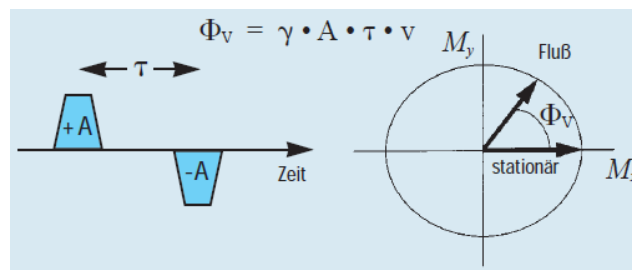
Wirkung zweier entgegengesetzter Gradientenpulse auf fließende und stationäre Spins (aus Laub G., Gaa J., and Drobnitzky M. (1998) *Techniken der Magnetresonanztomographie. electromedica 66, 62-70 [91]*, mit freundlicher Genehmigung der Siemens Healthcare GmbH)
